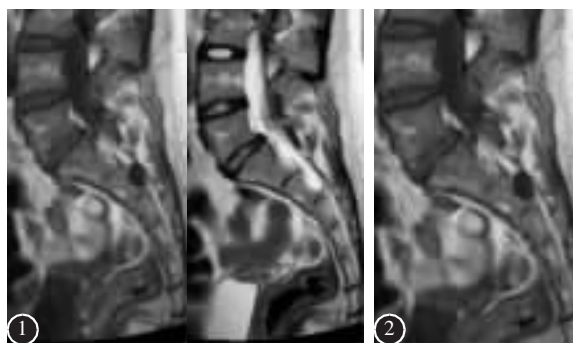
患者女, 14 岁, 术前 MRI 显示囊肿位于 S2 节段椎管, 大小为 1.6×1.0cm, T1 加权和 T2 加权像均可见等信号的神经根影
